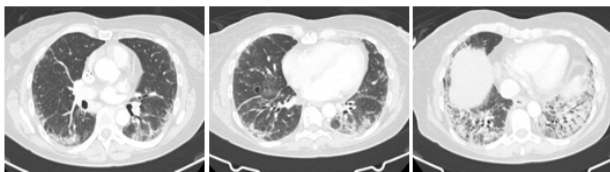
TC torácico que muestra afectación del espacio aéreo de predominio peribronquial predominantemente en ambas bases pulmonares y en las zonas medias de los campos de localización subpleural. No signos de linfangitis carcinomatosa. Estabilidad de localización respecto a TC previo pero sí mayor destrucción parenquimatosa con áreas en vidrio deslustrado sugiriendo patrón de NINE fibrótica. Adenopatías patológicas en supraclavicular derecha, mediastínicas patatraqueales y subcarínica derecha
